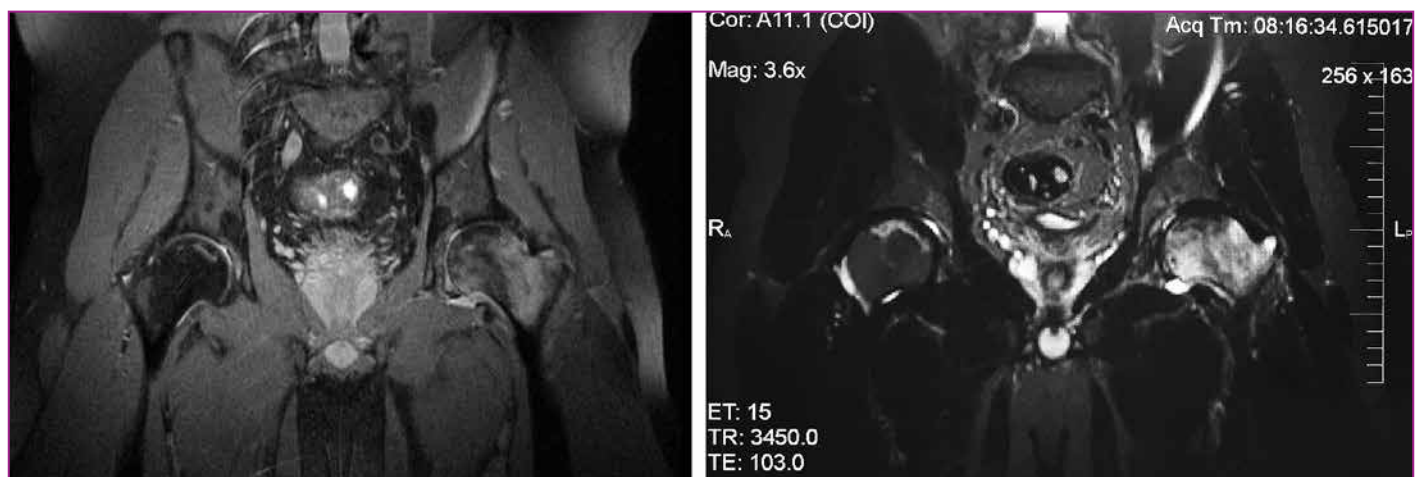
МРТ-снимки (фронтальная проекция), демонстрирующие двусторонний ОН головок бедренных костей, более выраженный слева, синовит тазобедренных суставов
